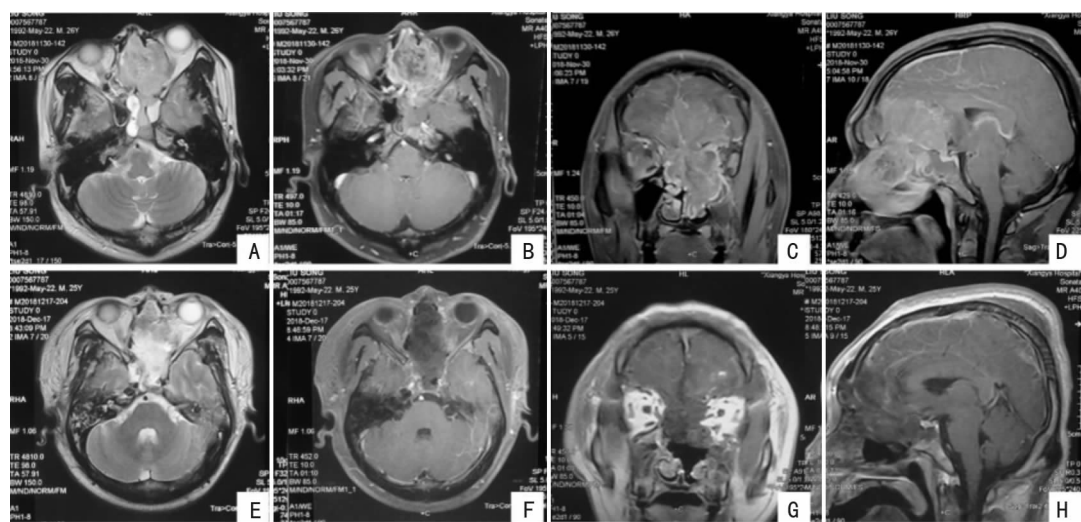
颅内外沟通型 ONB 手术前后 MRI A、B、C、D:术前; E、F、G、H:术后 1 个半月复查
